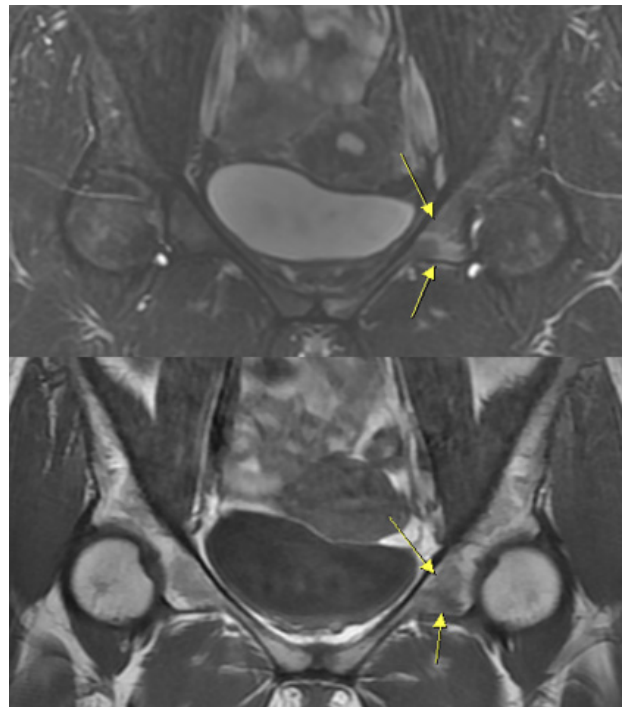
Fracture of ischiopubic junction in coronal T2-weighted fat suppression magnetic resonance imaging on upper image, coronal T1-weighted magnetic resonance imaging on lower image (November 5, 2020).
